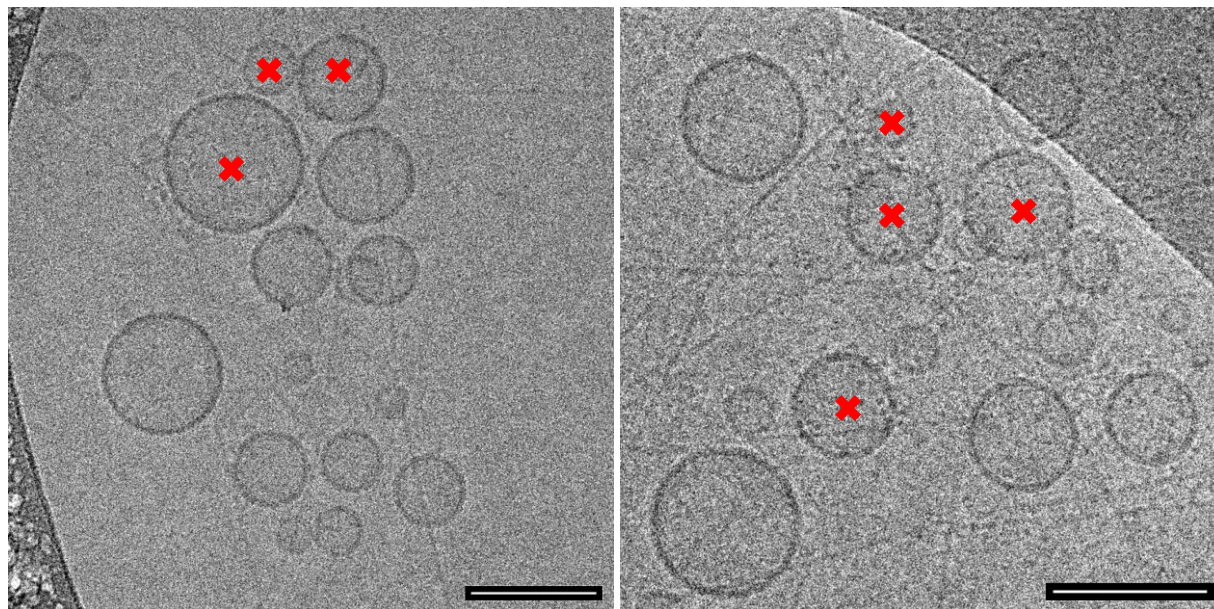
Deux images typiques de SUVs-AP₁ et de nanofibres de Fmoc-FFY observées par cryo-TEM, trois jours après l'ajout du peptide précurseur Fmoc-FFpY (0.1 mg.mL⁻¹). Les croix rouges indiquent où des agrégats sont présents. Barre d'échelle = 100 nm.
